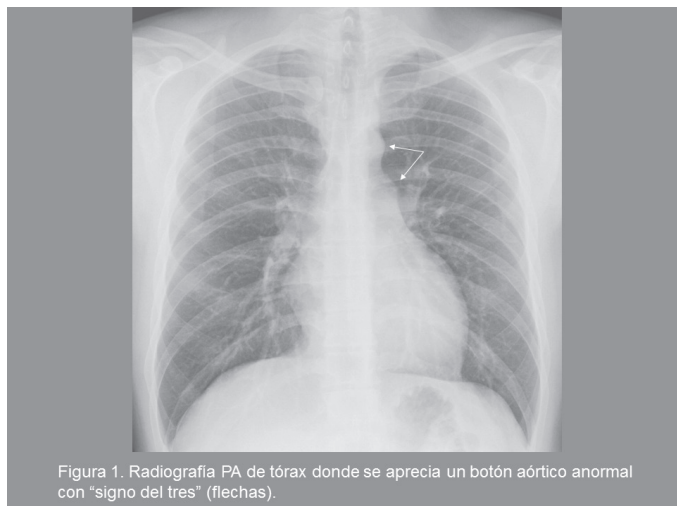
Radiografía PA de tórax donde se aprecia un botón aórtico anormal con "signo del tres" (flechas).
